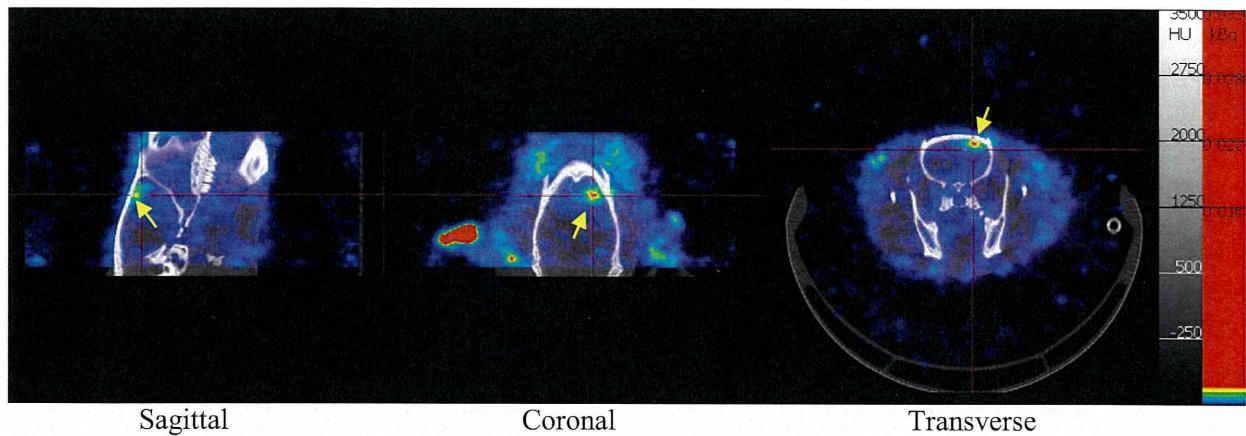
灌流固定後、頭皮を剥いで得られたラット脳ex vivo SPECT画像。^{99m}Tc-DTPAの脳内への集積が確認できた
